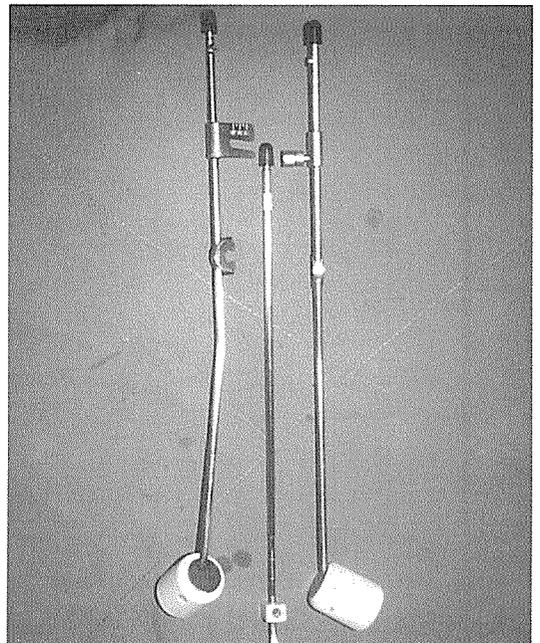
자궁경부암의 강내 방사선치료에 사용되는 기구
